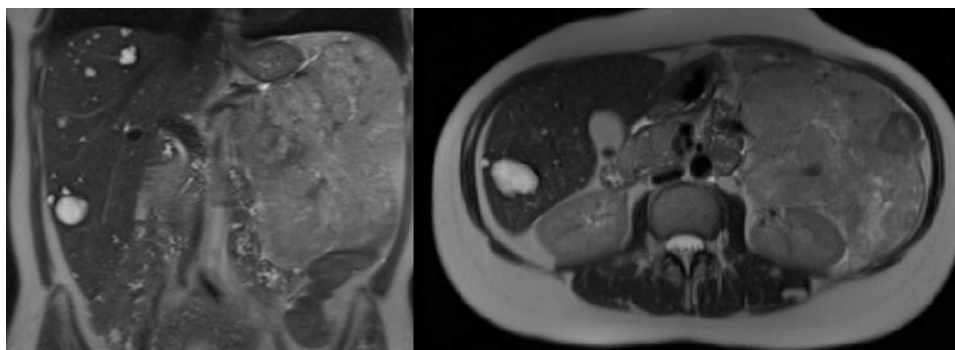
RM de abdomen: masa retroperitoneal en íntimo contacto con cuerpo y cola pancreáticos, y riñón izquierdo.
